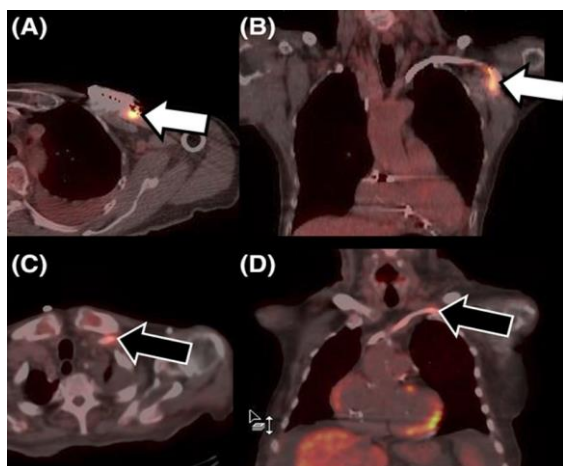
Infección de marcapasos: tomografía por emisión de positrones (PET) con fluorodesoxiglucosa F-18 (FDG). A y B, Imágenes axiales y coronales de tomografía computarizada (TC) con FDG fusionada PET de sospecha de infección de la bolsa del desfibrilador automático implantable, confirmada por el área ávida de FDG adyacente al dispositivo (flechas blancas). C y D, Imágenes axiales y coronales fusionadas de PET-TC con FDG en un paciente diferente con sospecha de infección del dispositivo. La captación de FDG a lo largo del cable en la vena subclavia izquierda (flechas negras) sugiere infección. Debido a la preparación dietética subóptima, también se observa captación miocárdica. Ref. 71.
